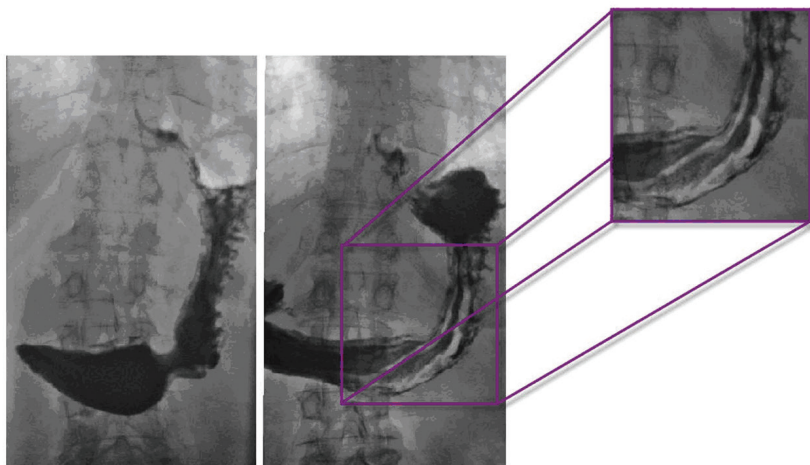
Рентгенограмма в горизонтальном положении пациента на спине к приемнику рентгеновского излучения. Фаза исследования рельефа слизистой оболочки желудка
